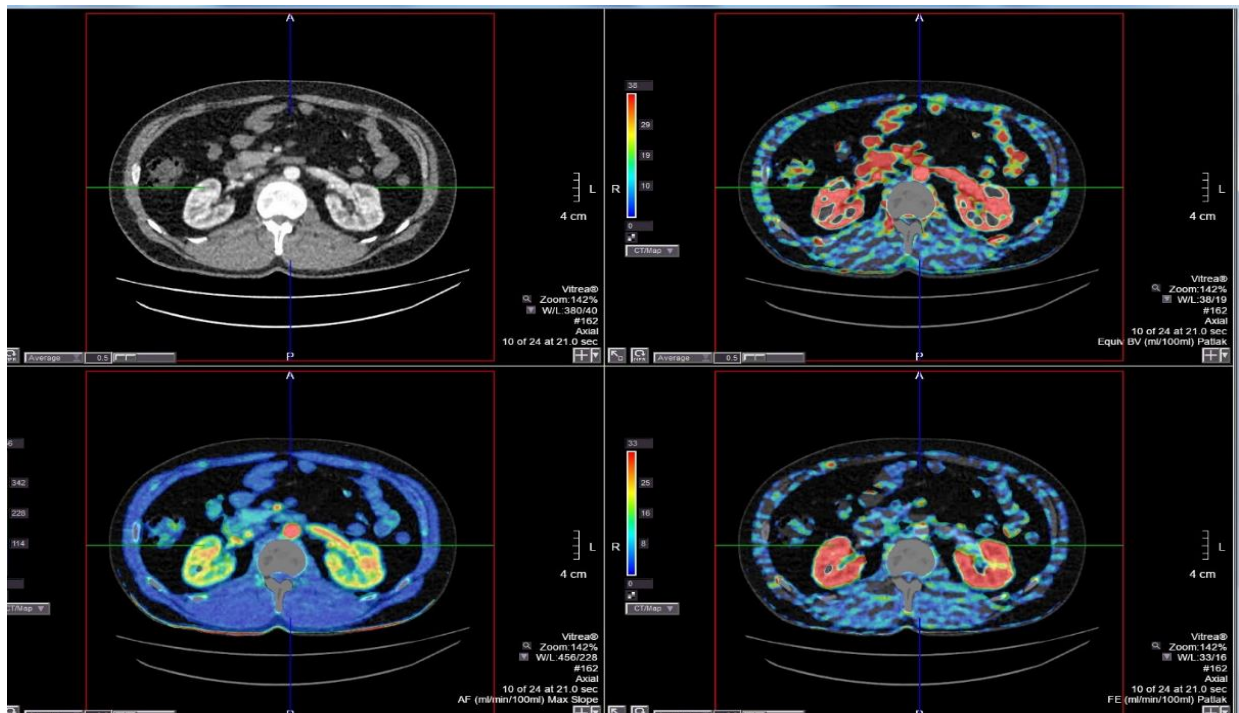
Перфузионная карта
